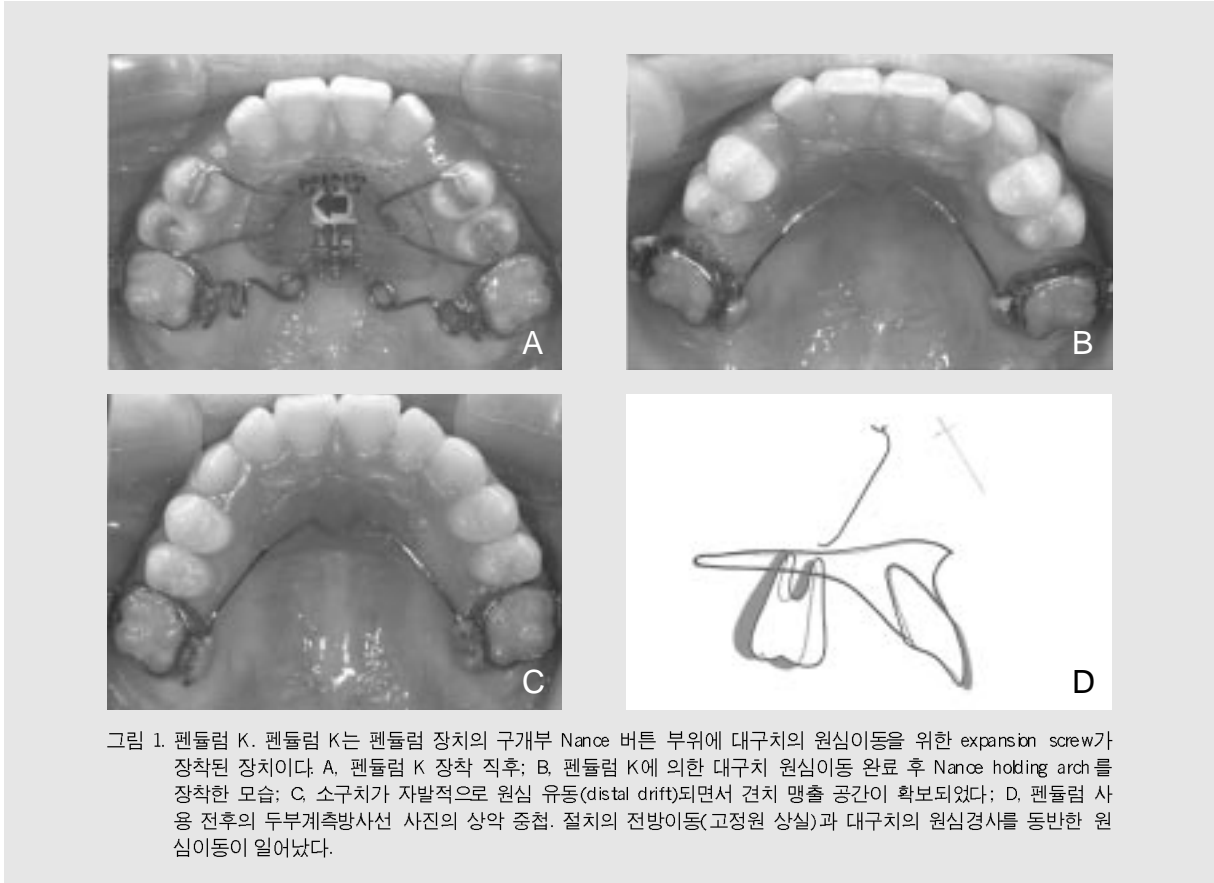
펜듈럼 K. 펜듈럼 K는 펜듈럼 장치의 구개부 Nance 버튼 부위에 대구치의 원심이동을 위한 expansion screw가 장착된 장치이다. A. 펜듈럼 K 장착 직후; B. 펜듈럼 K에 의한 대구치 원심이동 완료 후 Nance holding arch를 장착한 모습; C. 소구치가 자발적으로 원심 유동(distal drift)되면서 견치 맹출 공간이 확보되었다; D. 펜듈럼 사용 전후의 두부계측방사선 사진의 상악 중첩. 절치의 전방이동(고정원 상실)과 대구치의 원심경사를 동반한 원심이동이 일어났다.
